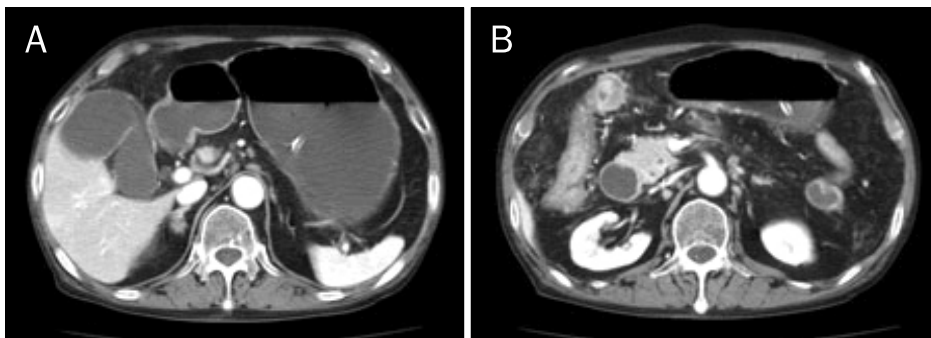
Abdomen and pelvic CT scans. (A) Duodenal 2nd portion stricture and proximal portion dilation. (B) Segmental wall thickening with paracolic fat infiltration of the proximal transverse colon.
